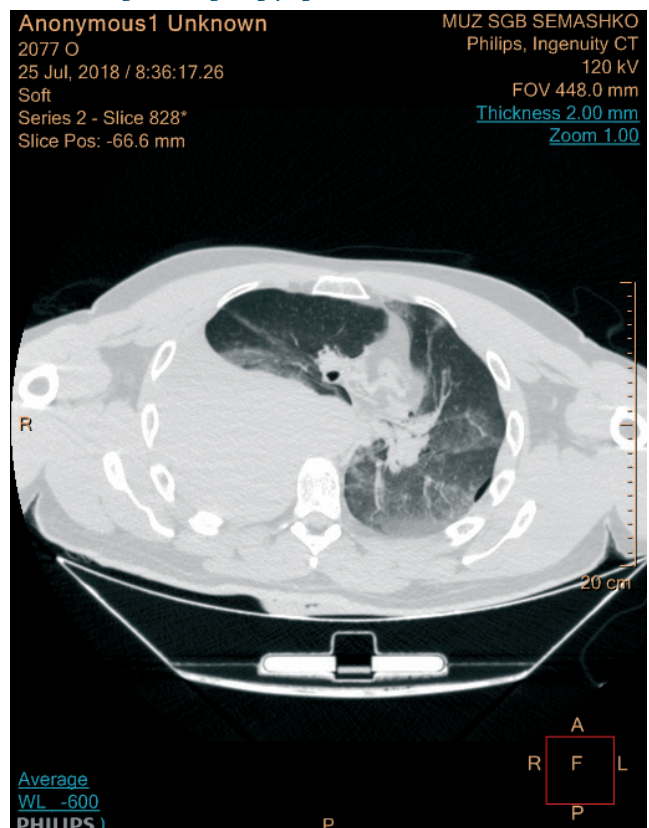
Двусторонний пневмоторакс у гр-на Б. (КТ-исследование)
